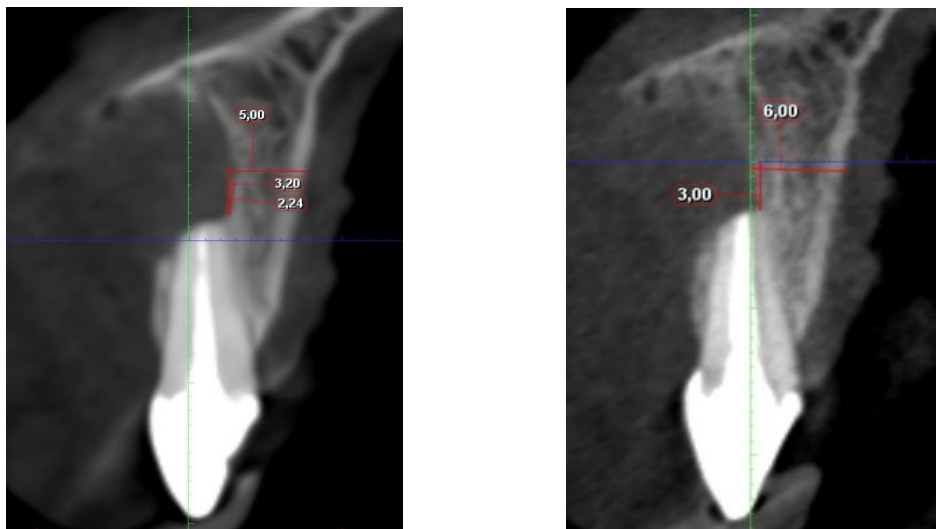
Фрагмент КТ-знімка пацієнта Г., 31 р. через 1,5 міс. (ліворуч) та 3 міс. (праворуч). Щільність кісткового регенерату через 3 міс. $210,2 \pm 34,75$ од. НУ
